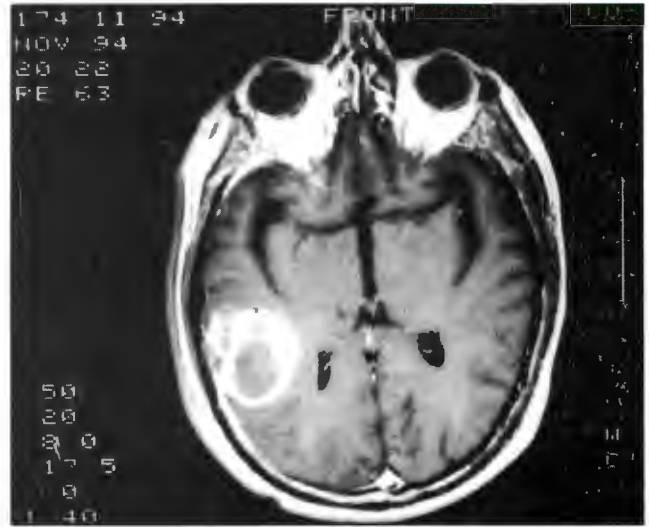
Caso 7. IRM con contraste T1
